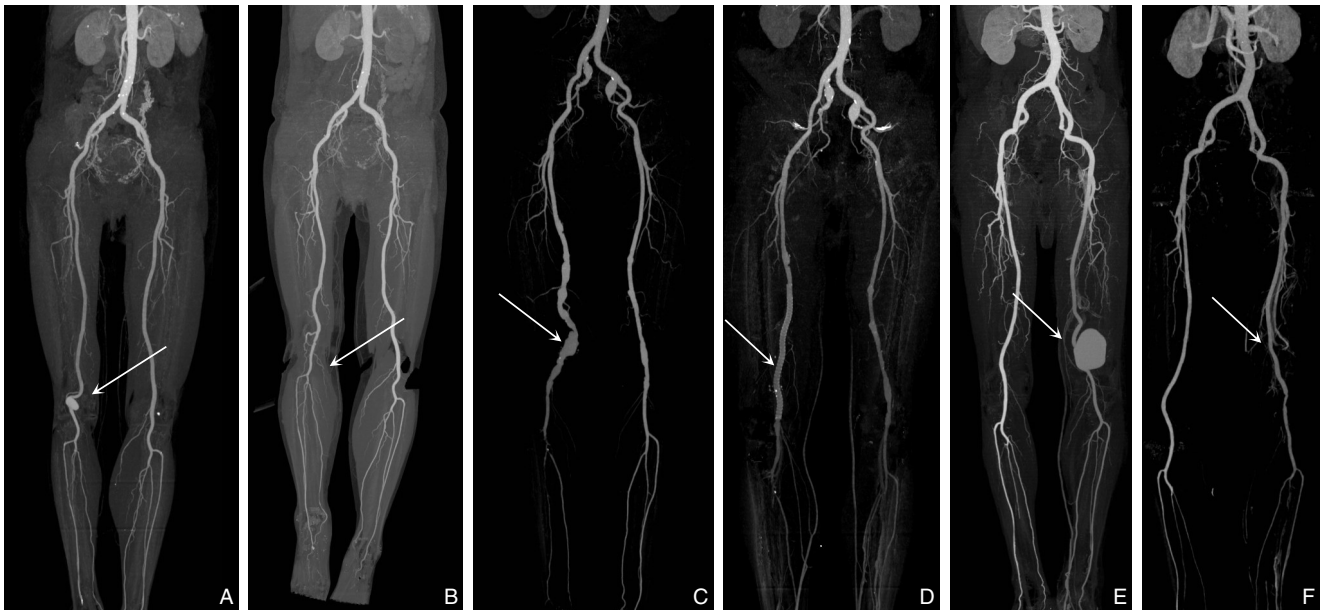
典型病例手术前后影像学资料 A-B: 49岁女性, 诊断为右侧腘动脉真性动脉瘤, 行PAA切除及腘动脉端端吻合术, 术后2年复查CT显示结果满意; C-D: 59岁男性, 因右侧腘动脉真性动脉瘤行瘤体切除及人工血管搭桥术, 术后1年CT显示人工血管通畅; E-F: 66岁男性, 因左侧腘动脉假性动脉瘤行瘤体切除及大隐静脉搭桥术, 术后3年复查CT显示管腔通畅, 结果稳定
